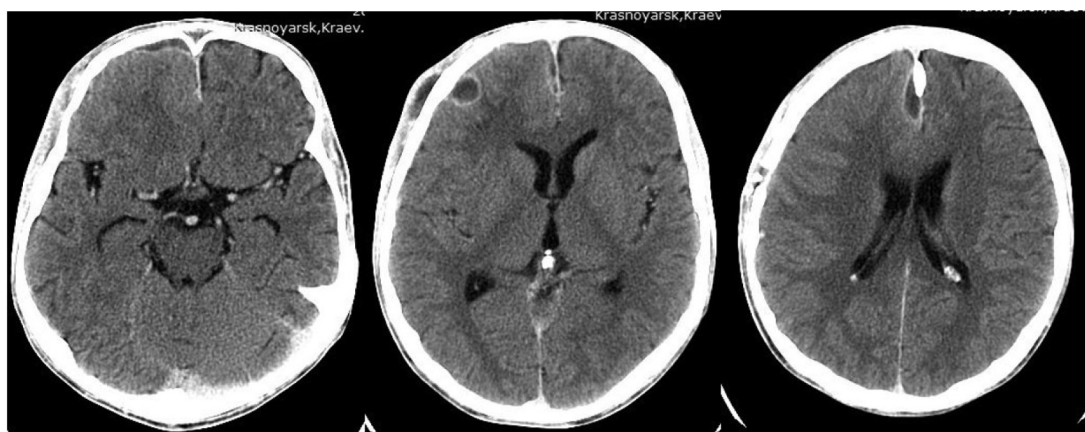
КТ головного мозга пациента П., 25 лет, с контрастированием в аксиальной проекции.
